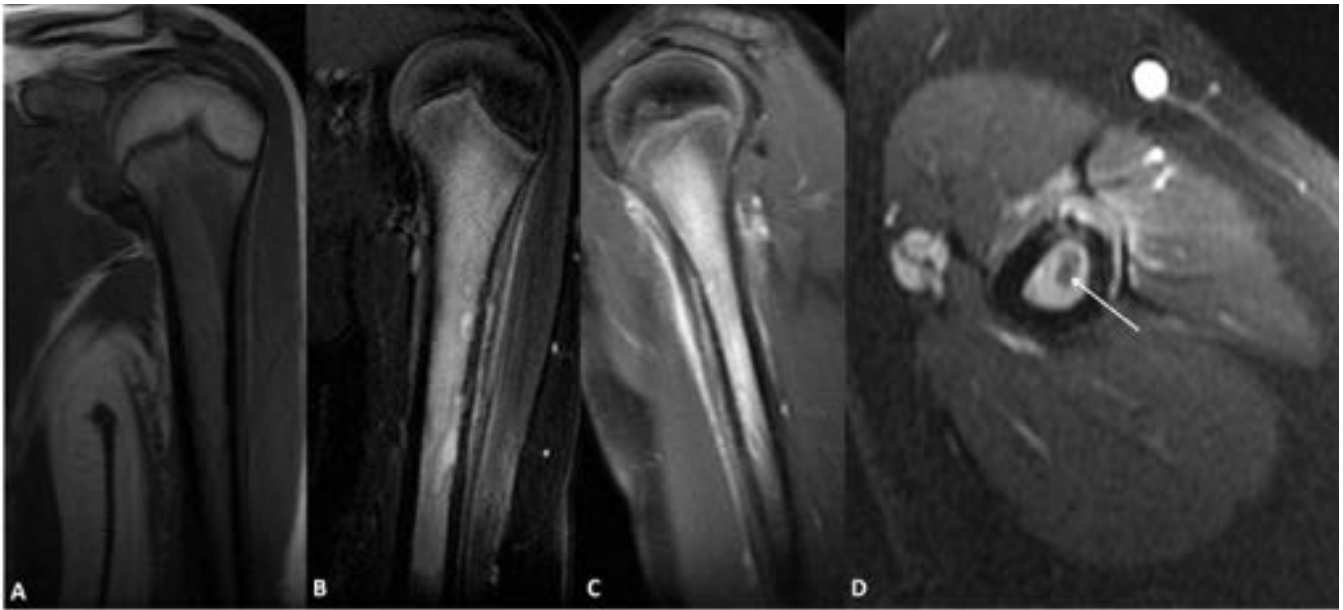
HCL en el mismo paciente de la figura 26. Imágenes de RM que muestran una lesión hipointensa en T1 (A) e hiperintensa en T2 (B) con marcado edema de médula ósea y partes blandas adyacentes. Imágenes axiales potenciadas en T1 pre-gadolinio (C) y post-gadolinio iv (D) demuestran realce de la lesión y de las partes blandas circundantes. Se identifica también destrucción de la cortical (flecha)
